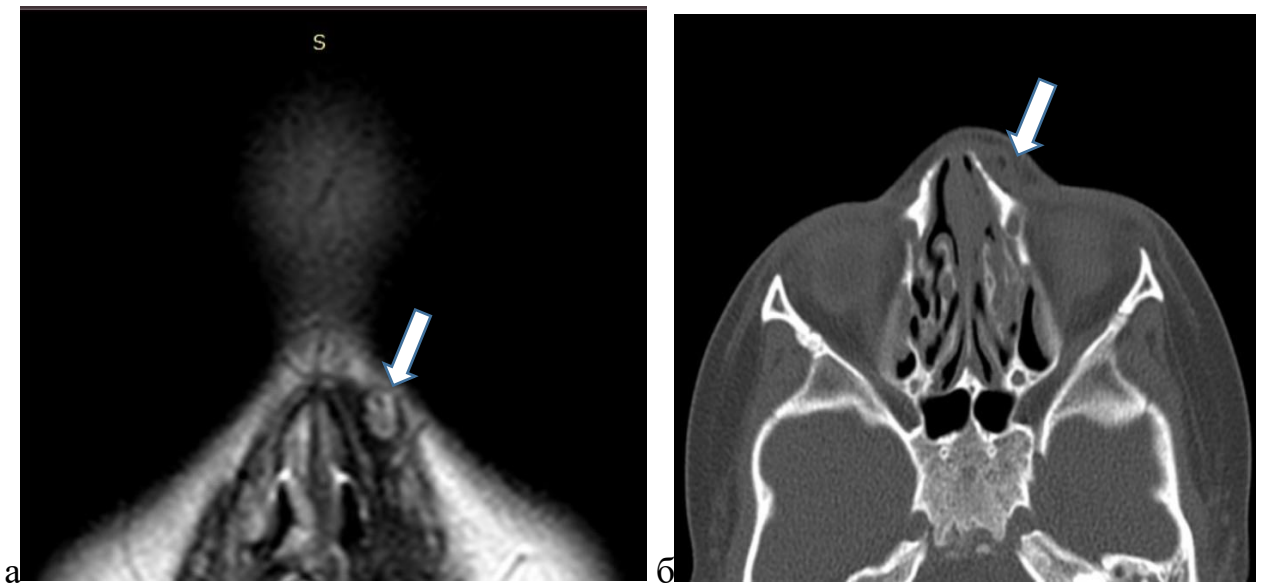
Данные методов лучевой диагностики: а — КТ-томограмма в коронарной проекции; б — МР-томограмма в аксиальной проекции; стрелкой указано новообразование
